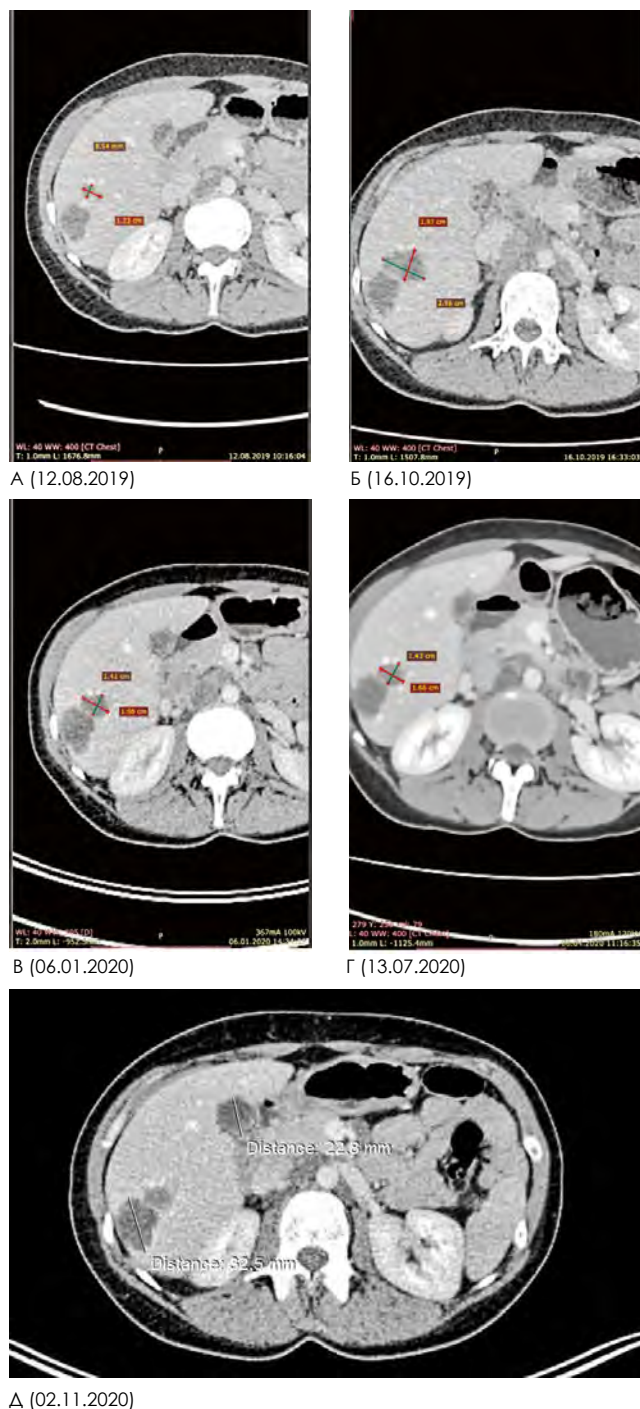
ПЭТ-КТ органов брюшной полости в динамике на фоне терапии.
